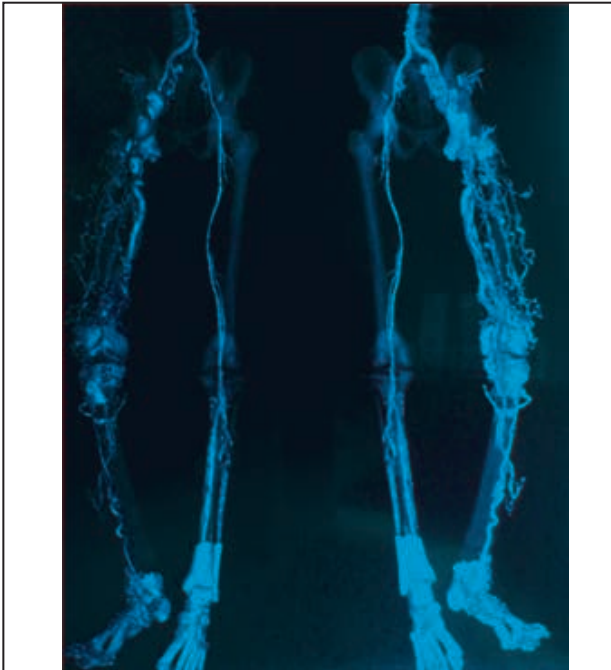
Angiotomografía de miembros inferiores donde se constata presencia de múltiples aneurismas arteriales y venosos y neovascularización.
